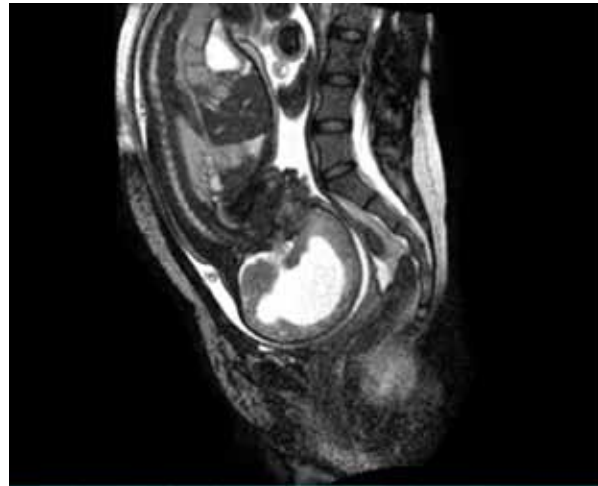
Алобарная голопроэнцефалия (МРТ)
